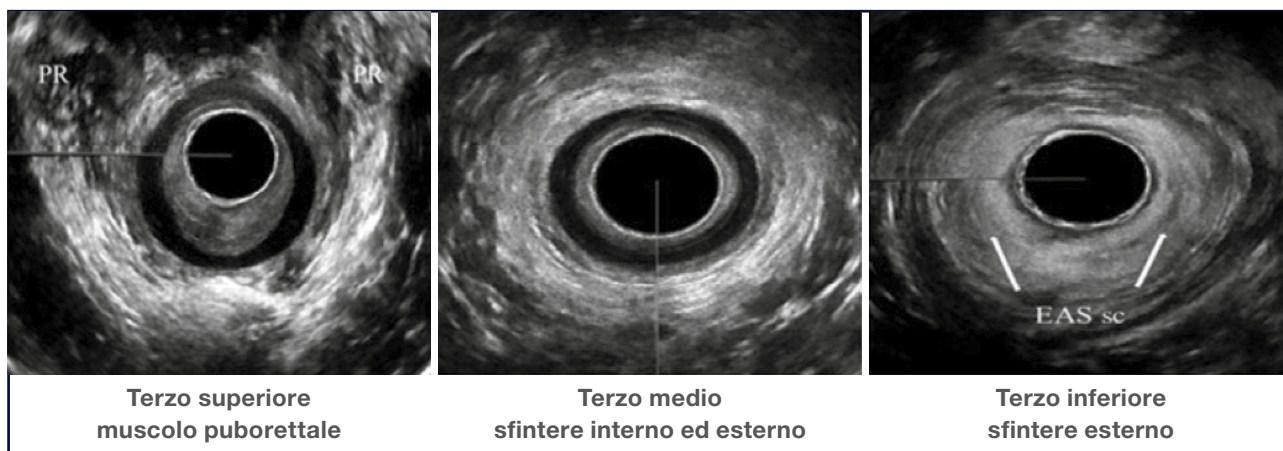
Ecografia endoanale eseguita con trasduttore lineare elettronico. Al terzo superiore il muscolo puborettale (PR) appare come una struttura iperecogena e forma ad U. Il SAE è assente a tale livello nella donna e pertanto si visualizza anteriormente un'area ipoecogena omogenea delimitata dalle estremità regolari del PR; al terzo medio si visualizzano lo sfintere anale esterno (anello iperecogeno) e lo sfintere anale interno (anello ipoecogeno); al terzo inferiore si identifica solamente lo sfintere esterno sottocutaneo (EASsc).
